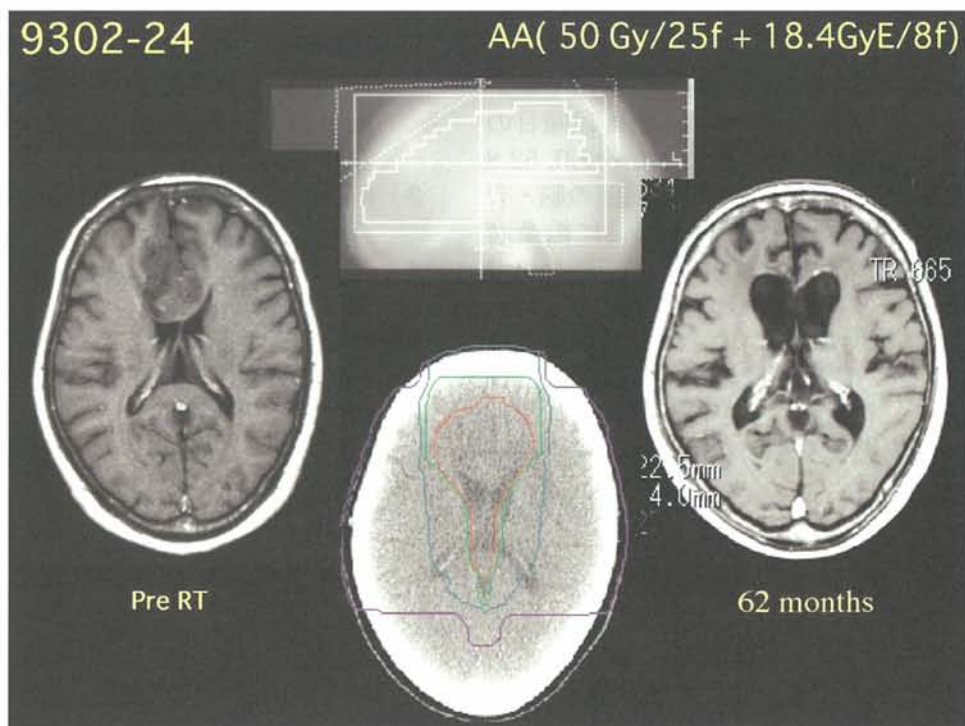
AA 例 (X線 50 Gy/25 回/5 weeks + ACNU(100mg/m²)x2 コース + 炭素イオン線 18.4 GyE/8 回/2 週)
